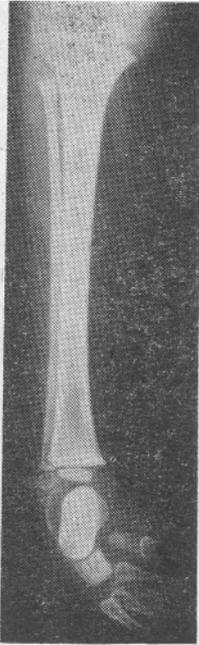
Передне-задняя рентгенограмма правой голени того же больного до лечения.
